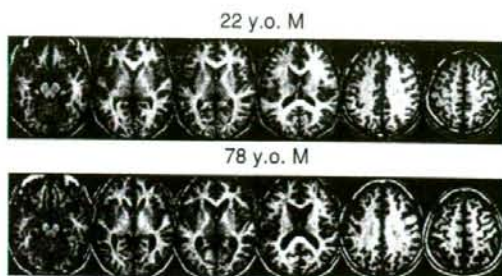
MRI in Healthy Young and Old Subjects
